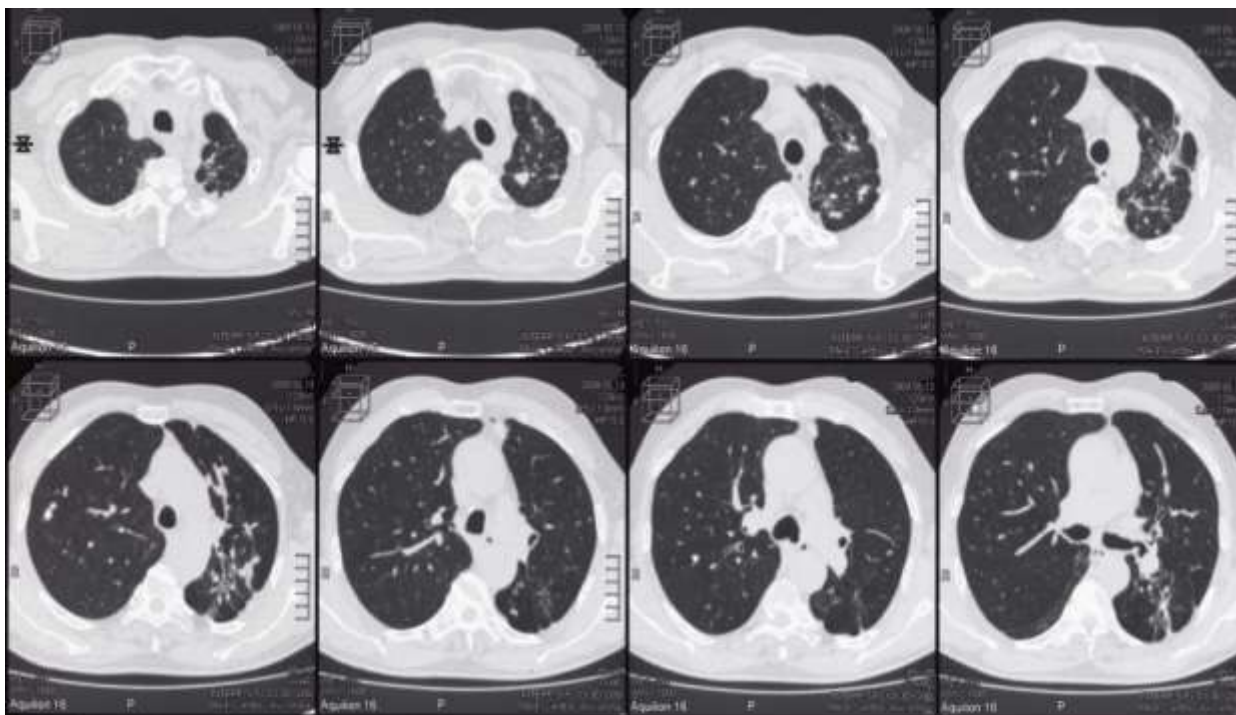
МСКТ ОГК больного Т., 63 лет, на 21-м месяце лечения
